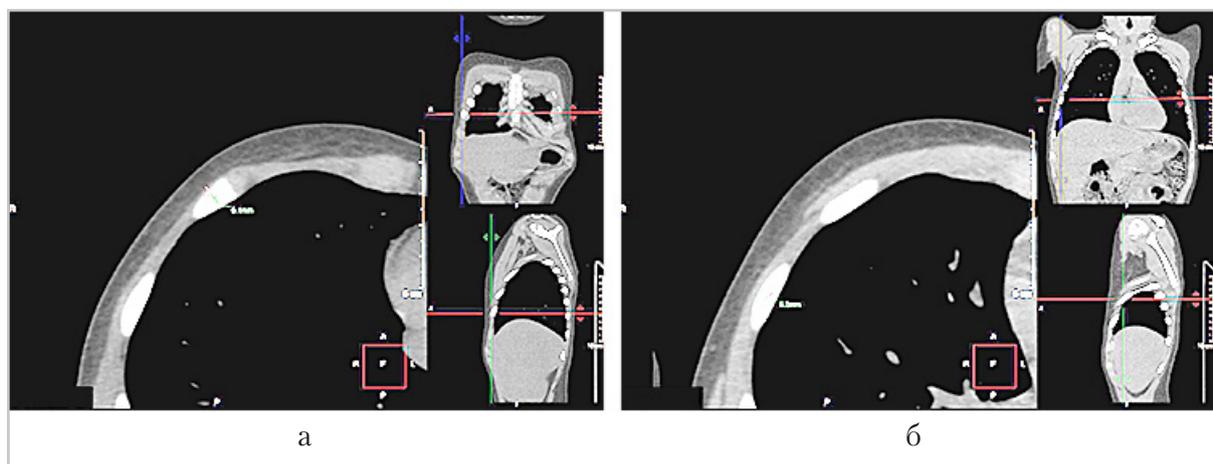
Компьютерные томограммы, стандартные реконструкции в аксиальной плоскости. Измерения толщины костных отделов VI (а) и VII (б) ребер
